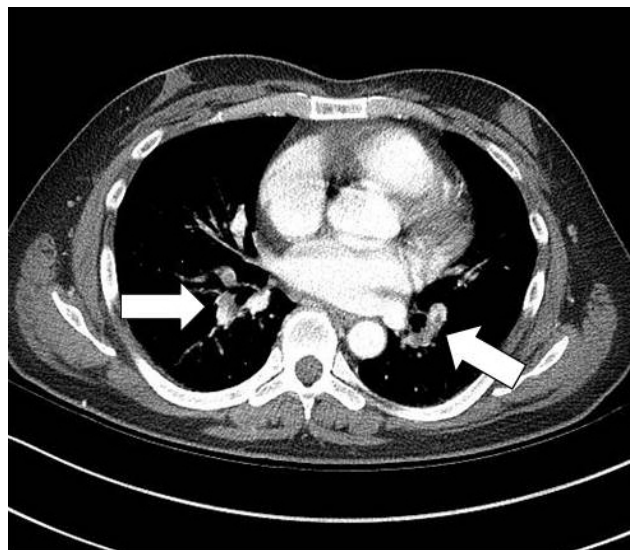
Computed tomography of the chest shows low-density filling defects in both pulmonary arteries (arrows).
